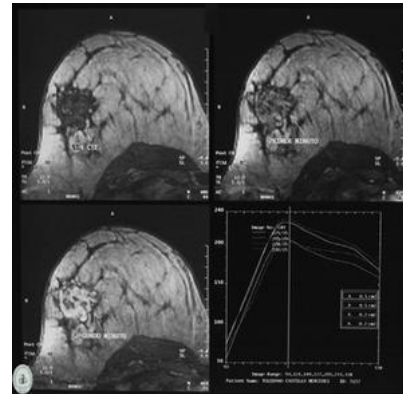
Imagen de una RMN de mama con evidencia de masa tumoral.
